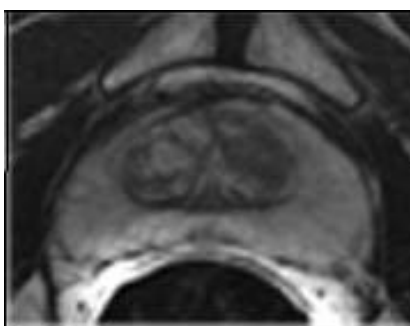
Imagen de la próstata obtenida a través de MRI.
